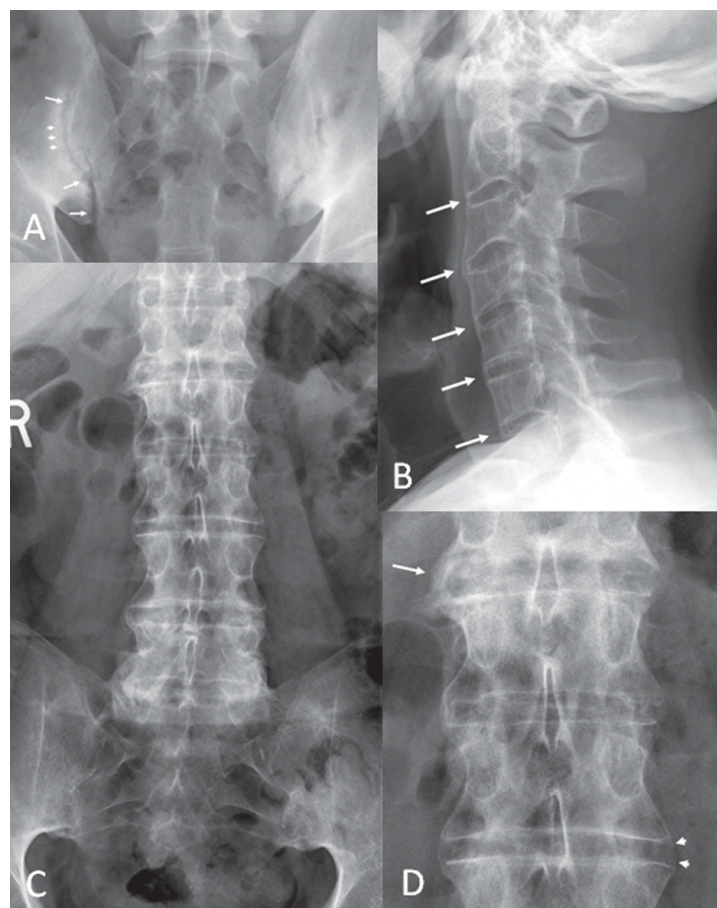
Imagen radiológica de articulaciones sacroilíacas y columna vertebral de pacientes con espondilitis anquilosante (695). En la imagen (a) podemos ver una radiografía de las articulaciones sacroilíacas en un paciente de 23 años con EA. Se observan erosiones bilaterales y focos discretos de pérdida de hueso subcondral y espacio articular aparentemente ensanchado en algunas áreas (flechas) además de aparecer en la imagen radiológica mala definición del margen articular en otras áreas (puntas de flecha). En las imágenes (b - d) se muestran imágenes radiológicas de la columna vertebral de un paciente con EA de 47 años con anquilosis generalizada. En la imagen (b) de la columna vertebral cervical se puede observar la formación de sindesmofitos que han causado la anquilosis. En las imágenes (c y d) de la columna vertebral lumbar se muestra un nivel de anquilosis similar a la columna vertebral cervical. Las articulaciones sacroilíacas aparecen completamente fusionadas.
